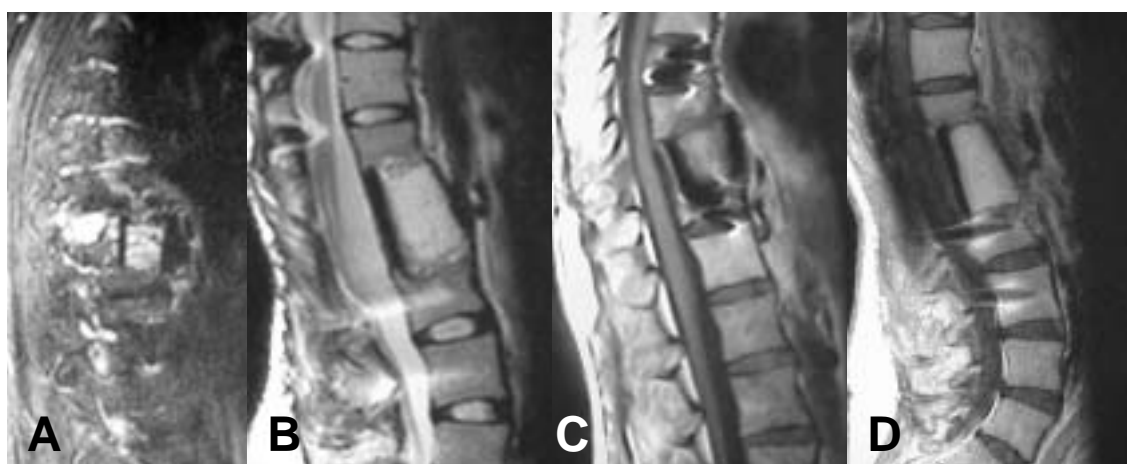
Exemples de RMN de diversos al-loempelts, en talls sagitals. A amb gadolini, B. RMN en T2, C. RMN en T1, D. Potenciat en densitat.
